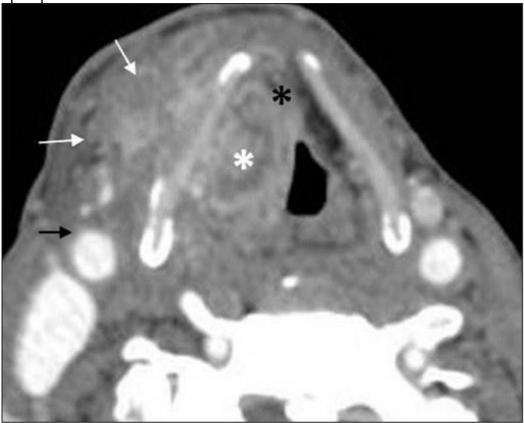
Large transglottic SCC. Axial contrast CT image shows mass in the supraglottis invading the preepiglottic (black asterisk) and right paraglottic space (white asterisk). Extralaryngeal tumor (white arrows) is seen along outer aspect of right thyroid lamina abutting right carotid artery (black arrow)
